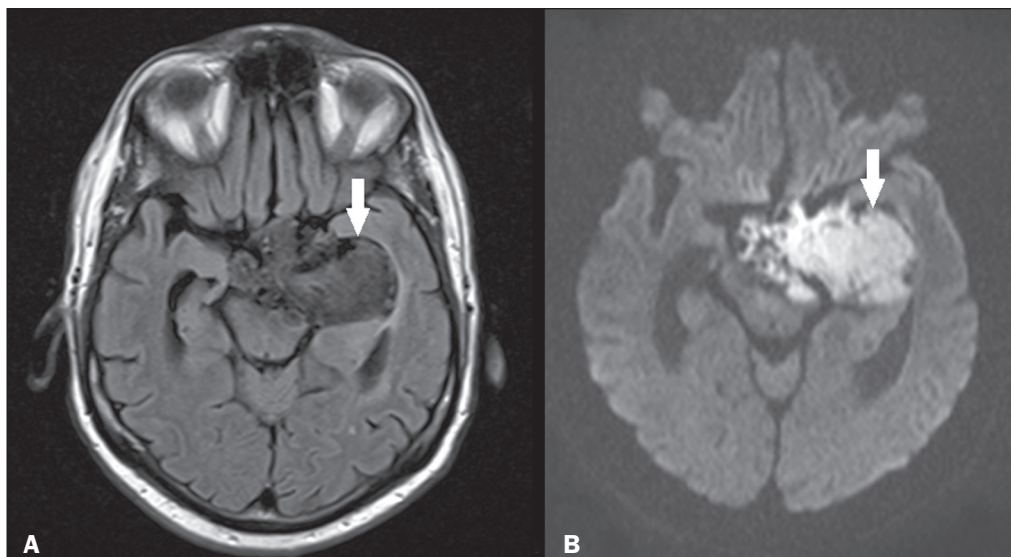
Cisto epidermoide. RM demonstrando formação de aspecto cístico localizada na região supraselar e paraselar esquerda, apresentando hipointensidade em FLAIR (A - seta) e alto sinal na sequência funcional de difusão (B - seta).
